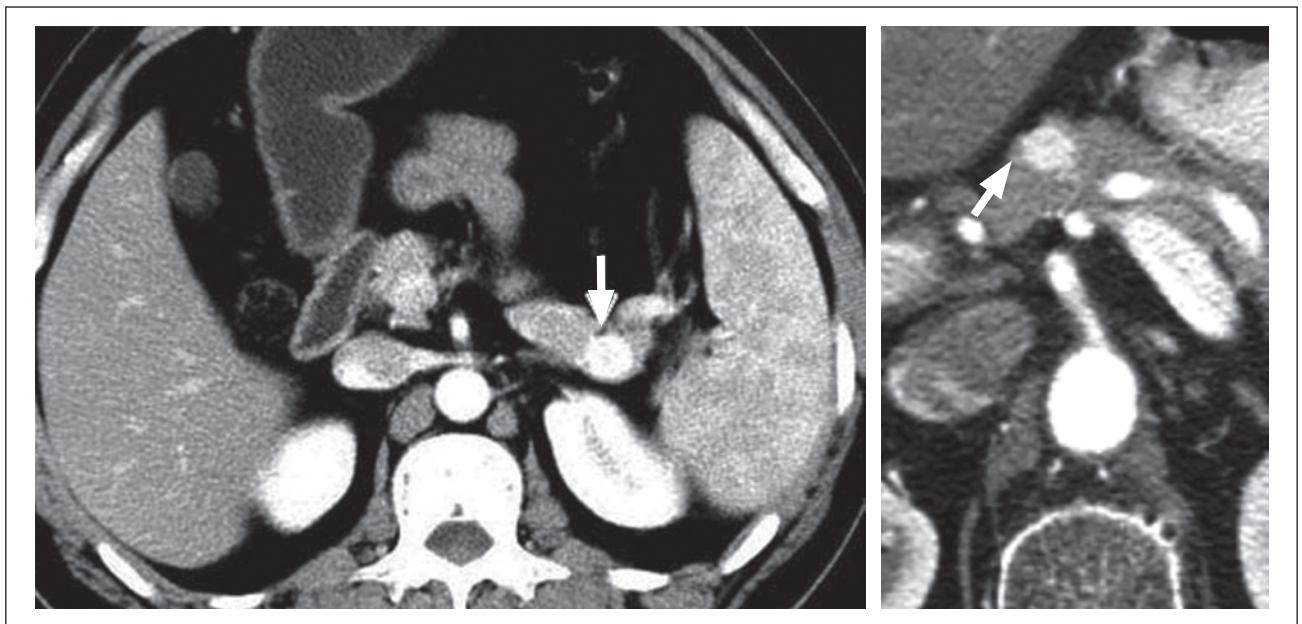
Інсулінома підшлункової залози. Мультифазна комп'ютерна томографія з внутрішньовенним контрастуванням. Артеріальна фаза
